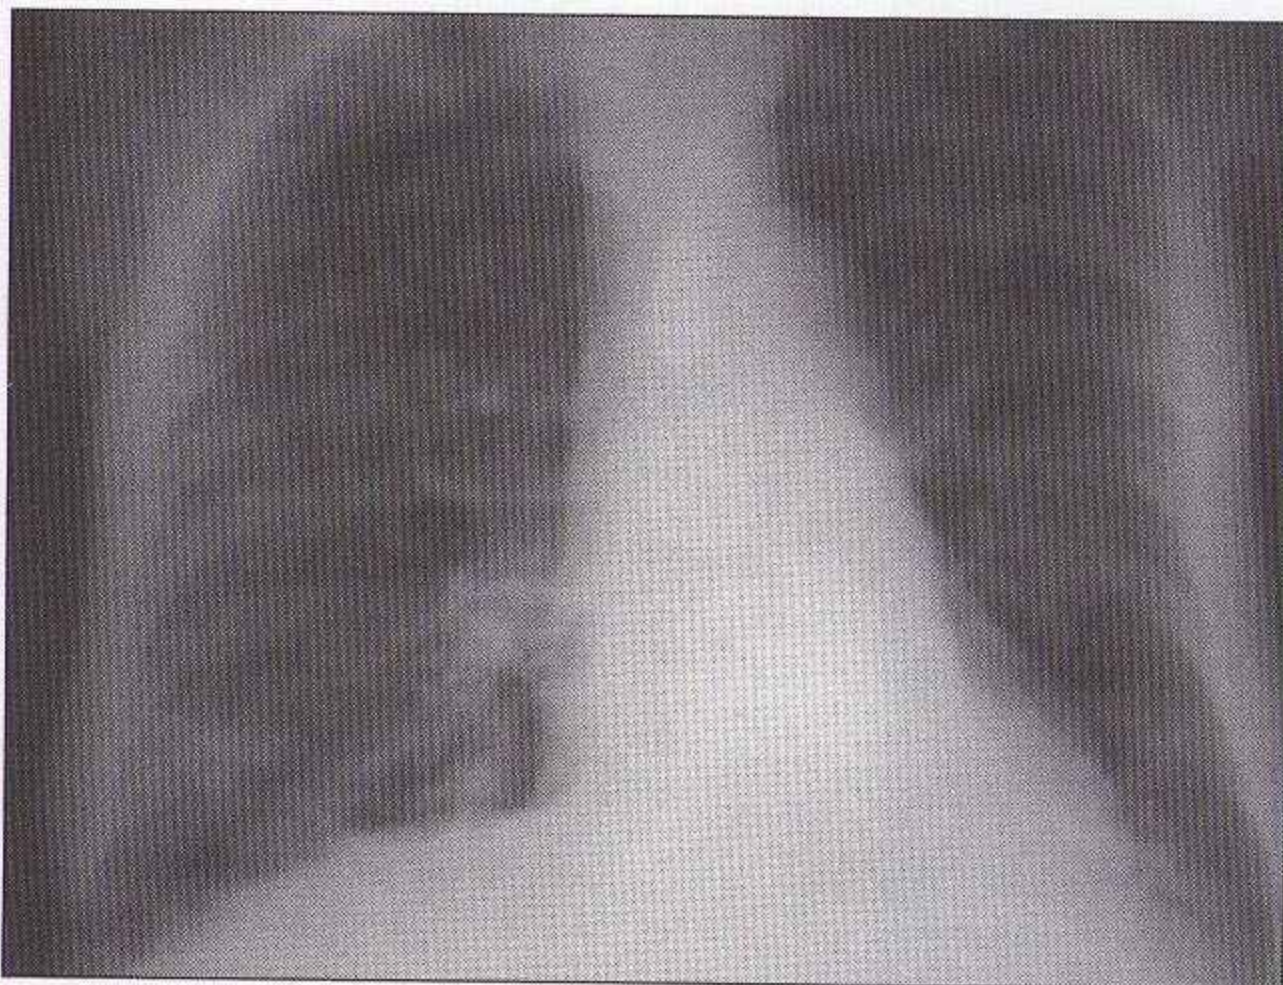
Adulte : la pièce avalée est bloquée dans l'œsophage au niveau de la croisse aortique. Elle est à peine visible sur cette radiographie du thorax de face.
